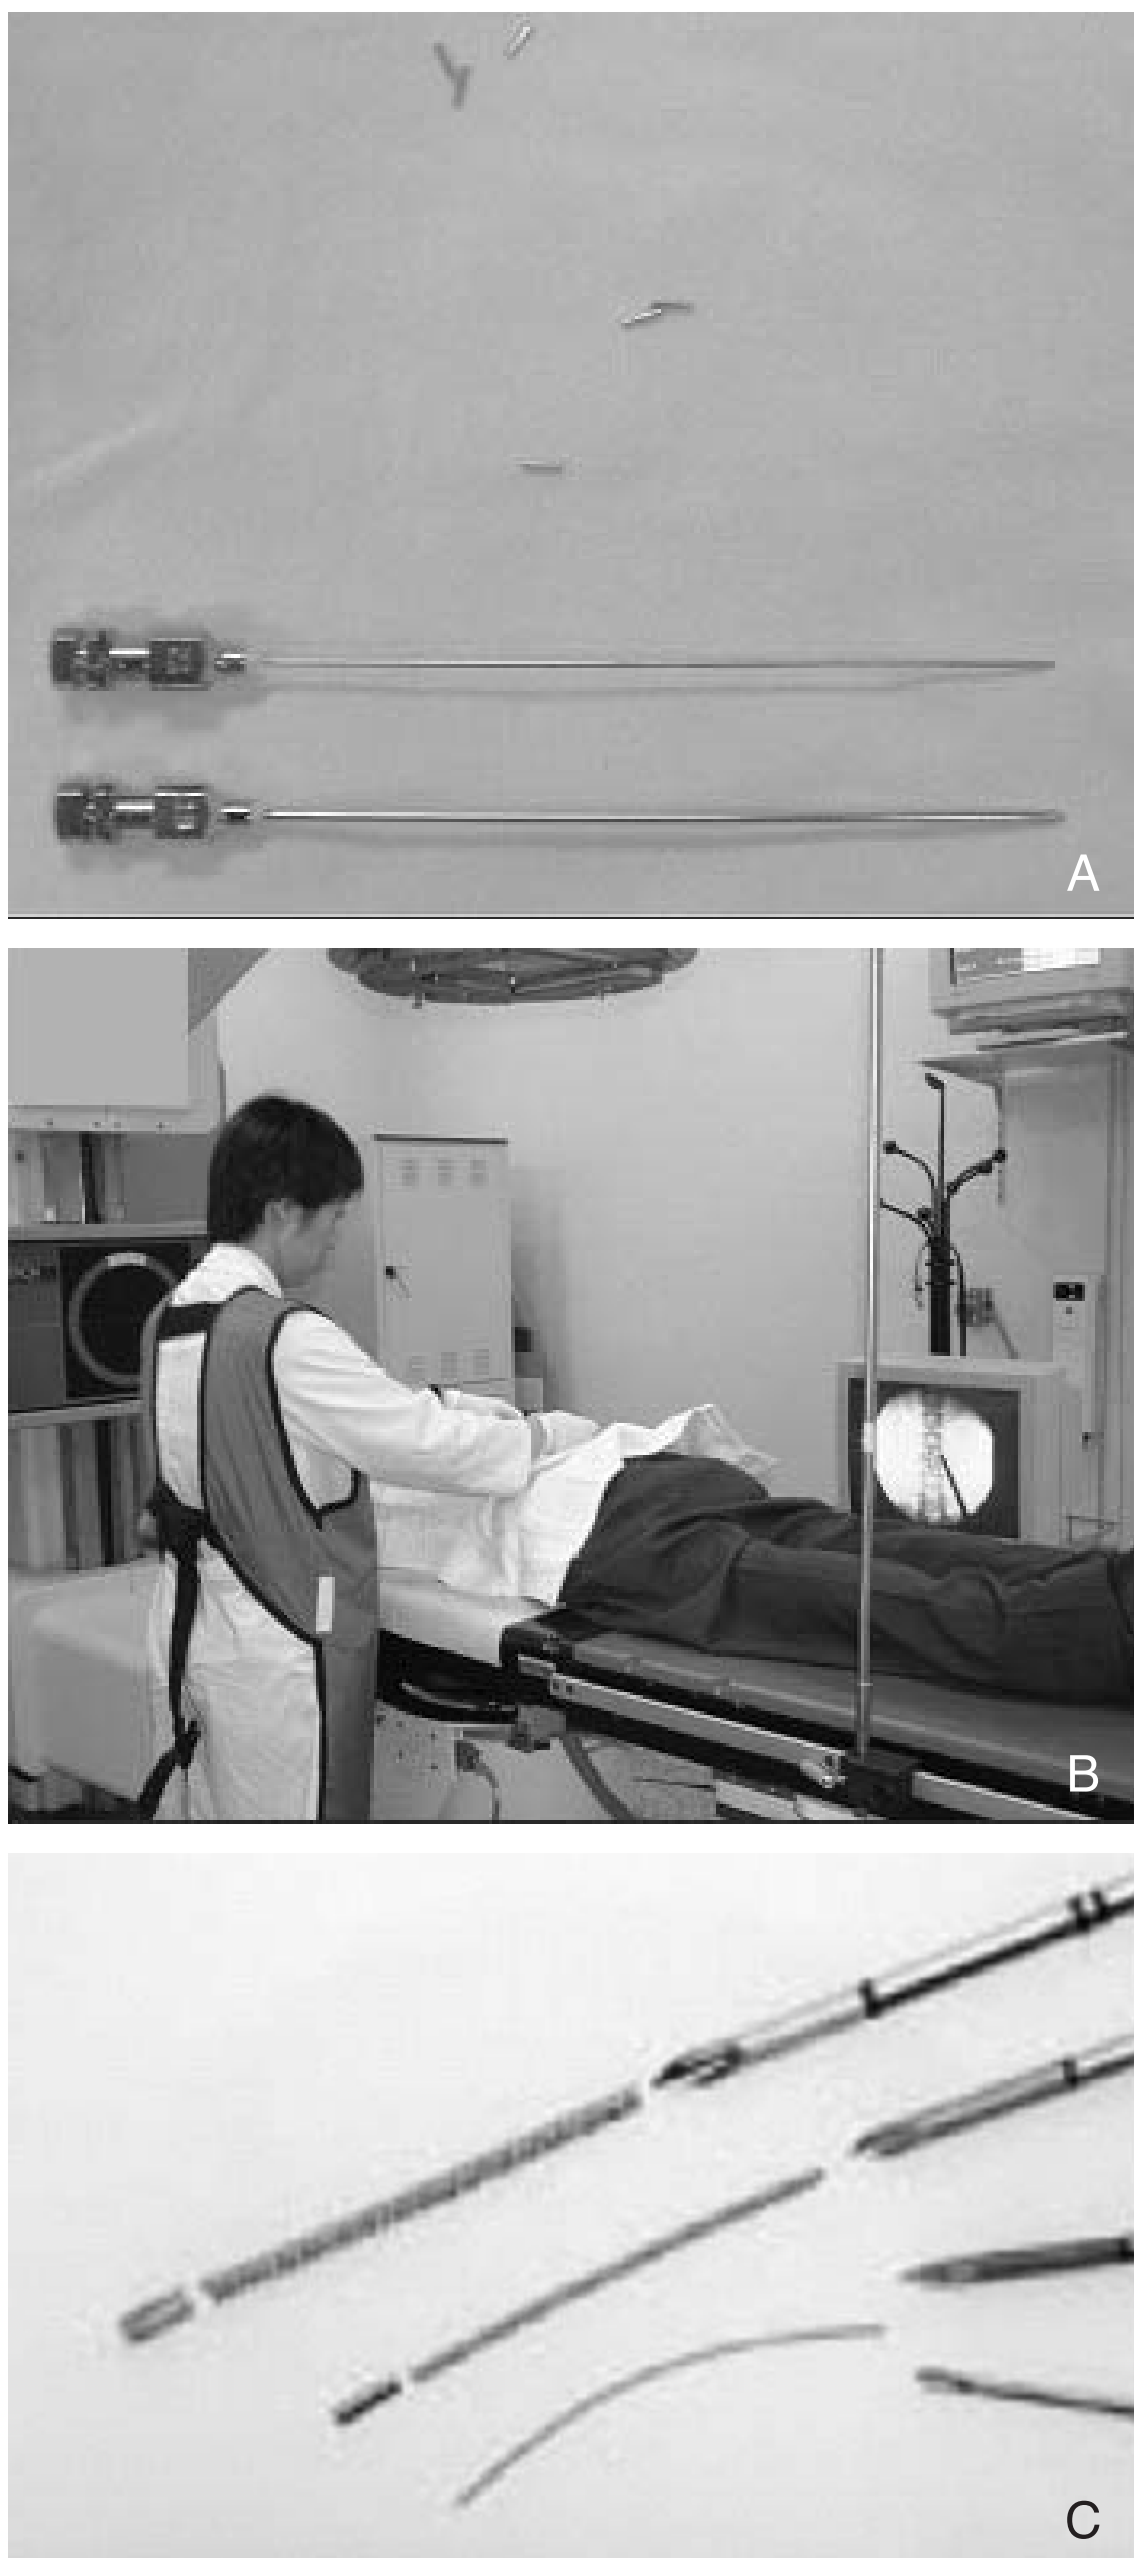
In SBRT, internal fiducial markers can be used for more accuracy during SBRT. Gold strict fiducial (A) and flexible helical coil markers (C). The fiducials could be placed in or around tumor under fluoroscopy (B), CT or sono.
